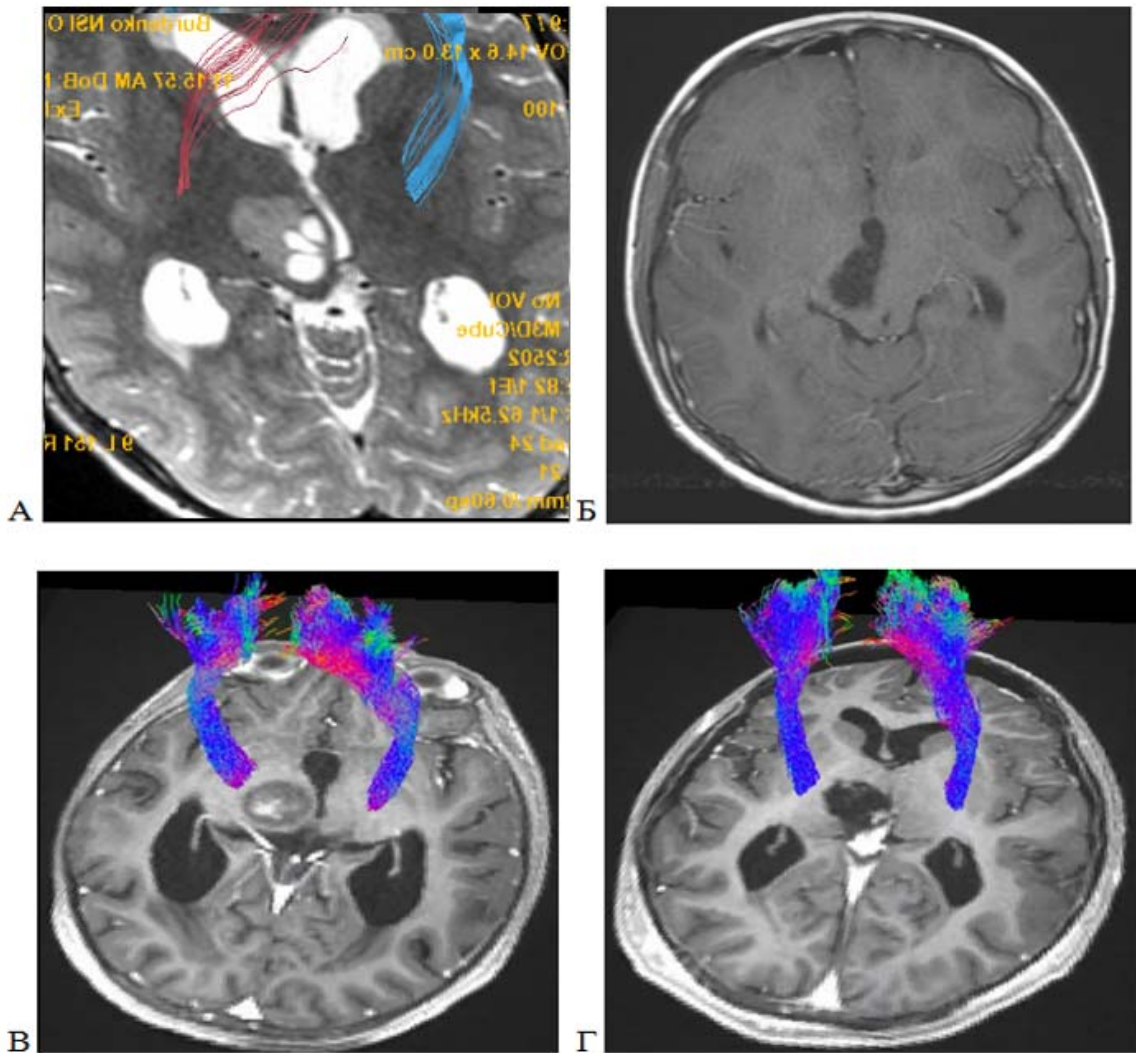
Пилоидная астроцитома, WHO grade 1, медиальных отделов таламуса справа. А – стандартная МР-трактография, T2 последовательность в аксиальной проекции. КСТ смещен антелатерально, обозначен красным и синим цветом; Б – послеоперационное МРТ головного мозга, T1 последовательность с контрастным усилением в аксиальной проекции. Тотальное удаление опухоли транскаллезным субхороидальным доступом; В, Г - CSD-HARDI МР-трактография, T1 последовательность с контрастным усилением до (В) и после (Г) операции в аксиальной проекции, КСТ отмечен синим цветом, смещен антелатерально. Тотальное удаление опухоли субтенториальным супрацереbellярным доступом
